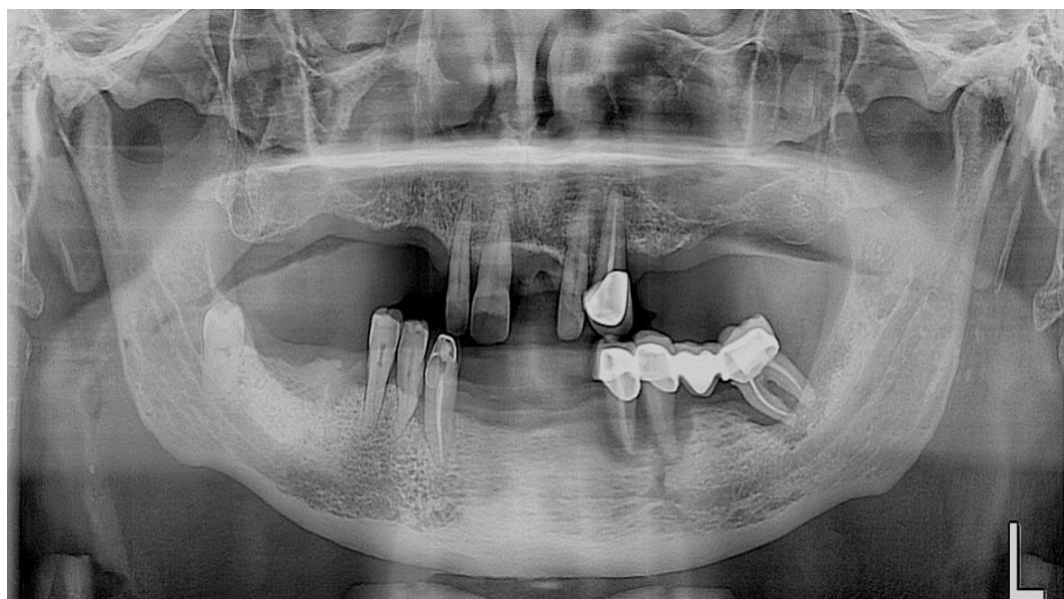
Фотографічне зображення панорамної рентгенограми на етапі первинного огляду пацієнта.
